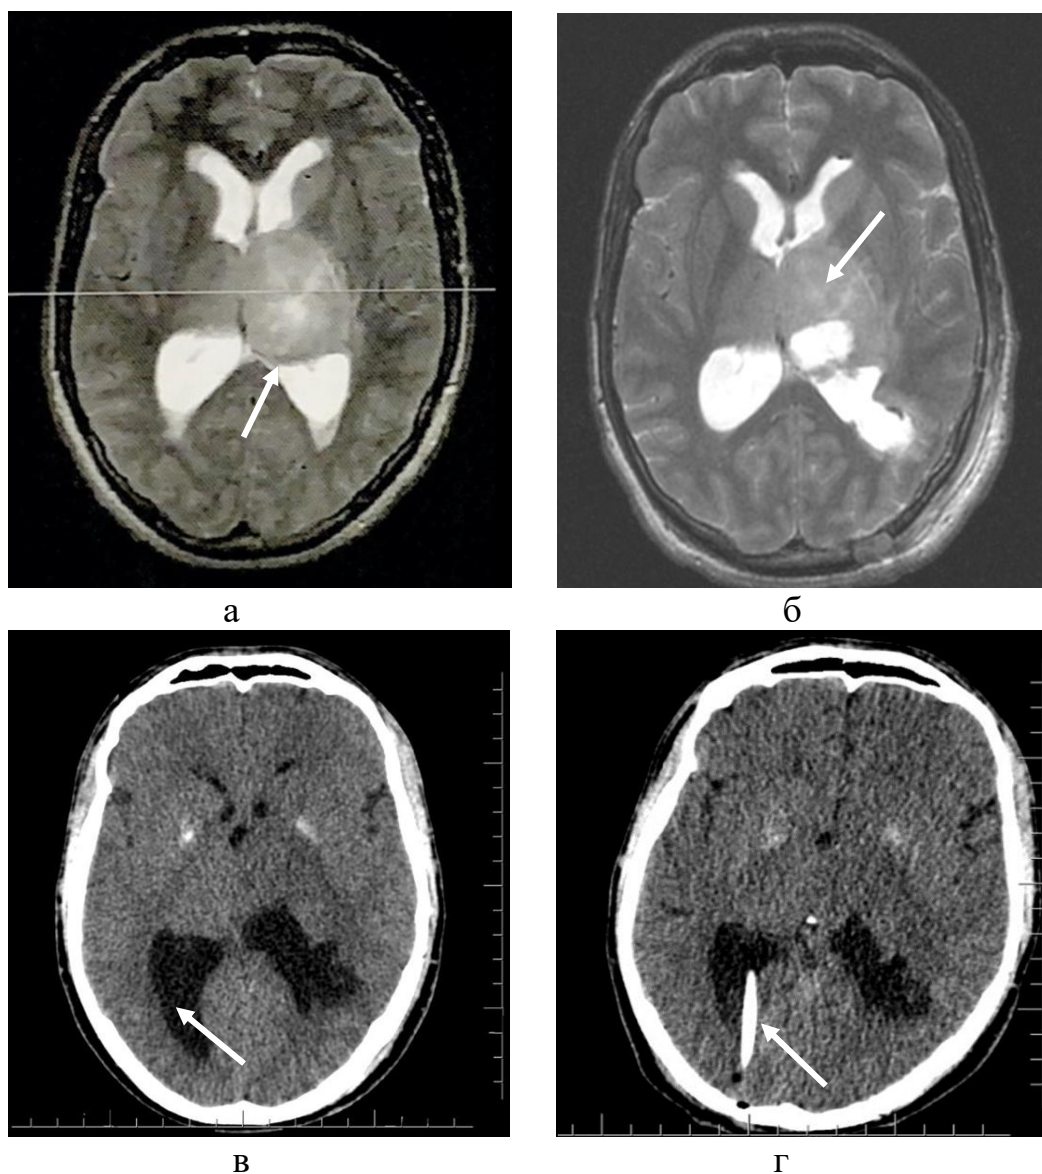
Нейровизуализационные данные пациента О-ий А.А. (И/б. 7597/2017) с нейробластомой левого таламуса: а – Магнитно-резонансная томография головного мозга в режиме T2 – нейробластома левого таламуса (белая стрелка); б – Магнитно-резонансная томография головного мозга в режиме T2 на 1-е сутки после открытой биопсии опухоли (белой стрелкой указана остаточная ткань опухоли); в – Компьютерная томография головного мозга на 10-е сутки после операции, увеличение размеров заднего рога правого бокового желудочка (белая стрелка); г – Компьютерная томография головного мозга на 1-е сутки после установки вентрикуло-перитонеального шунта, вентрикулярный катетер (белая стрелка) уставлен в заднем роге правого бокового желудочка
